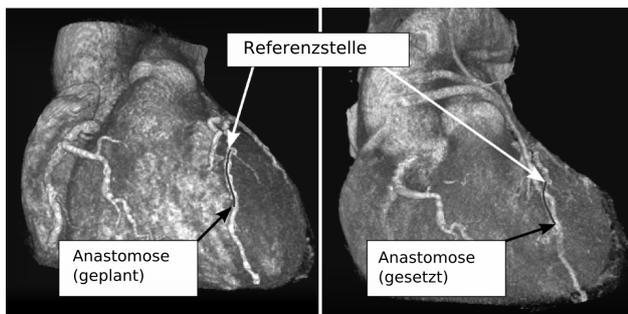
Evaluierung der Navigationsgenauigkeit durch Vergleich von prä- (links) und postoperativem (rechts) CT
